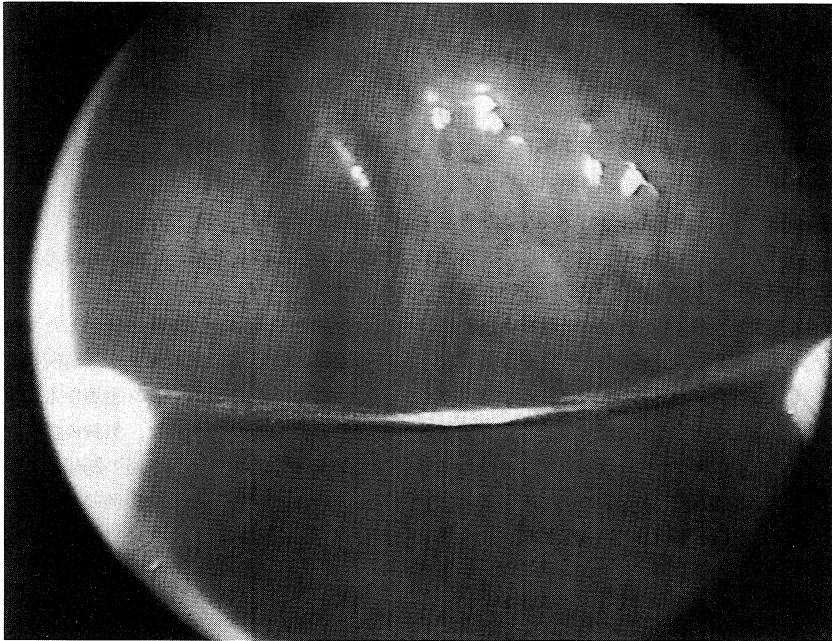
A surgical view of the thoracic sympathetic trunk during transthoracic sympathectomy.
